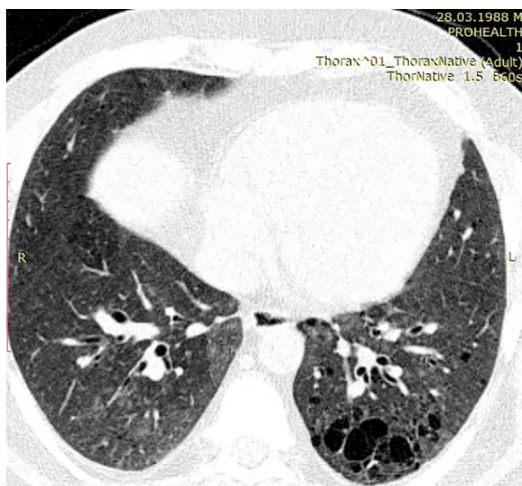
Комп'ютерна томограма органів грудної порожнини хворого Г., 29 років. Множинні легеневі кісти, дифузні зміни інтерстицію. Двобічний бронхіоліт.
